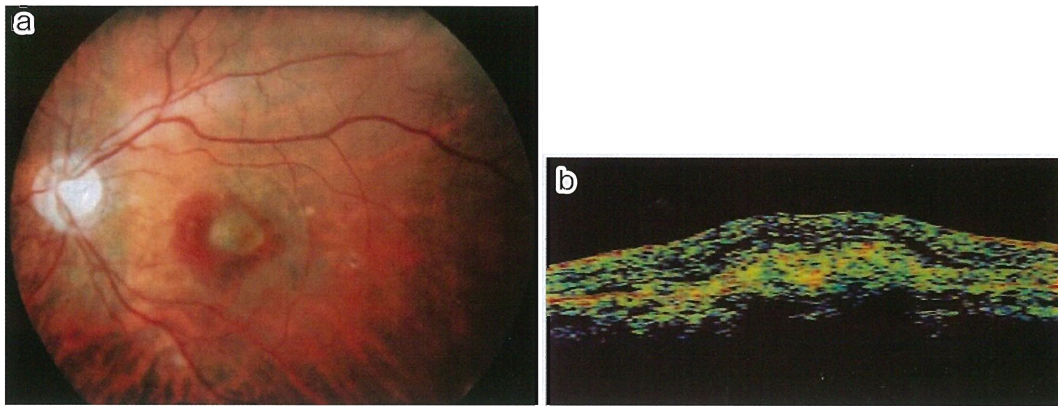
Fundus photograph and optical coherence tomograph (OCT) of the left eye taken 16 months later
